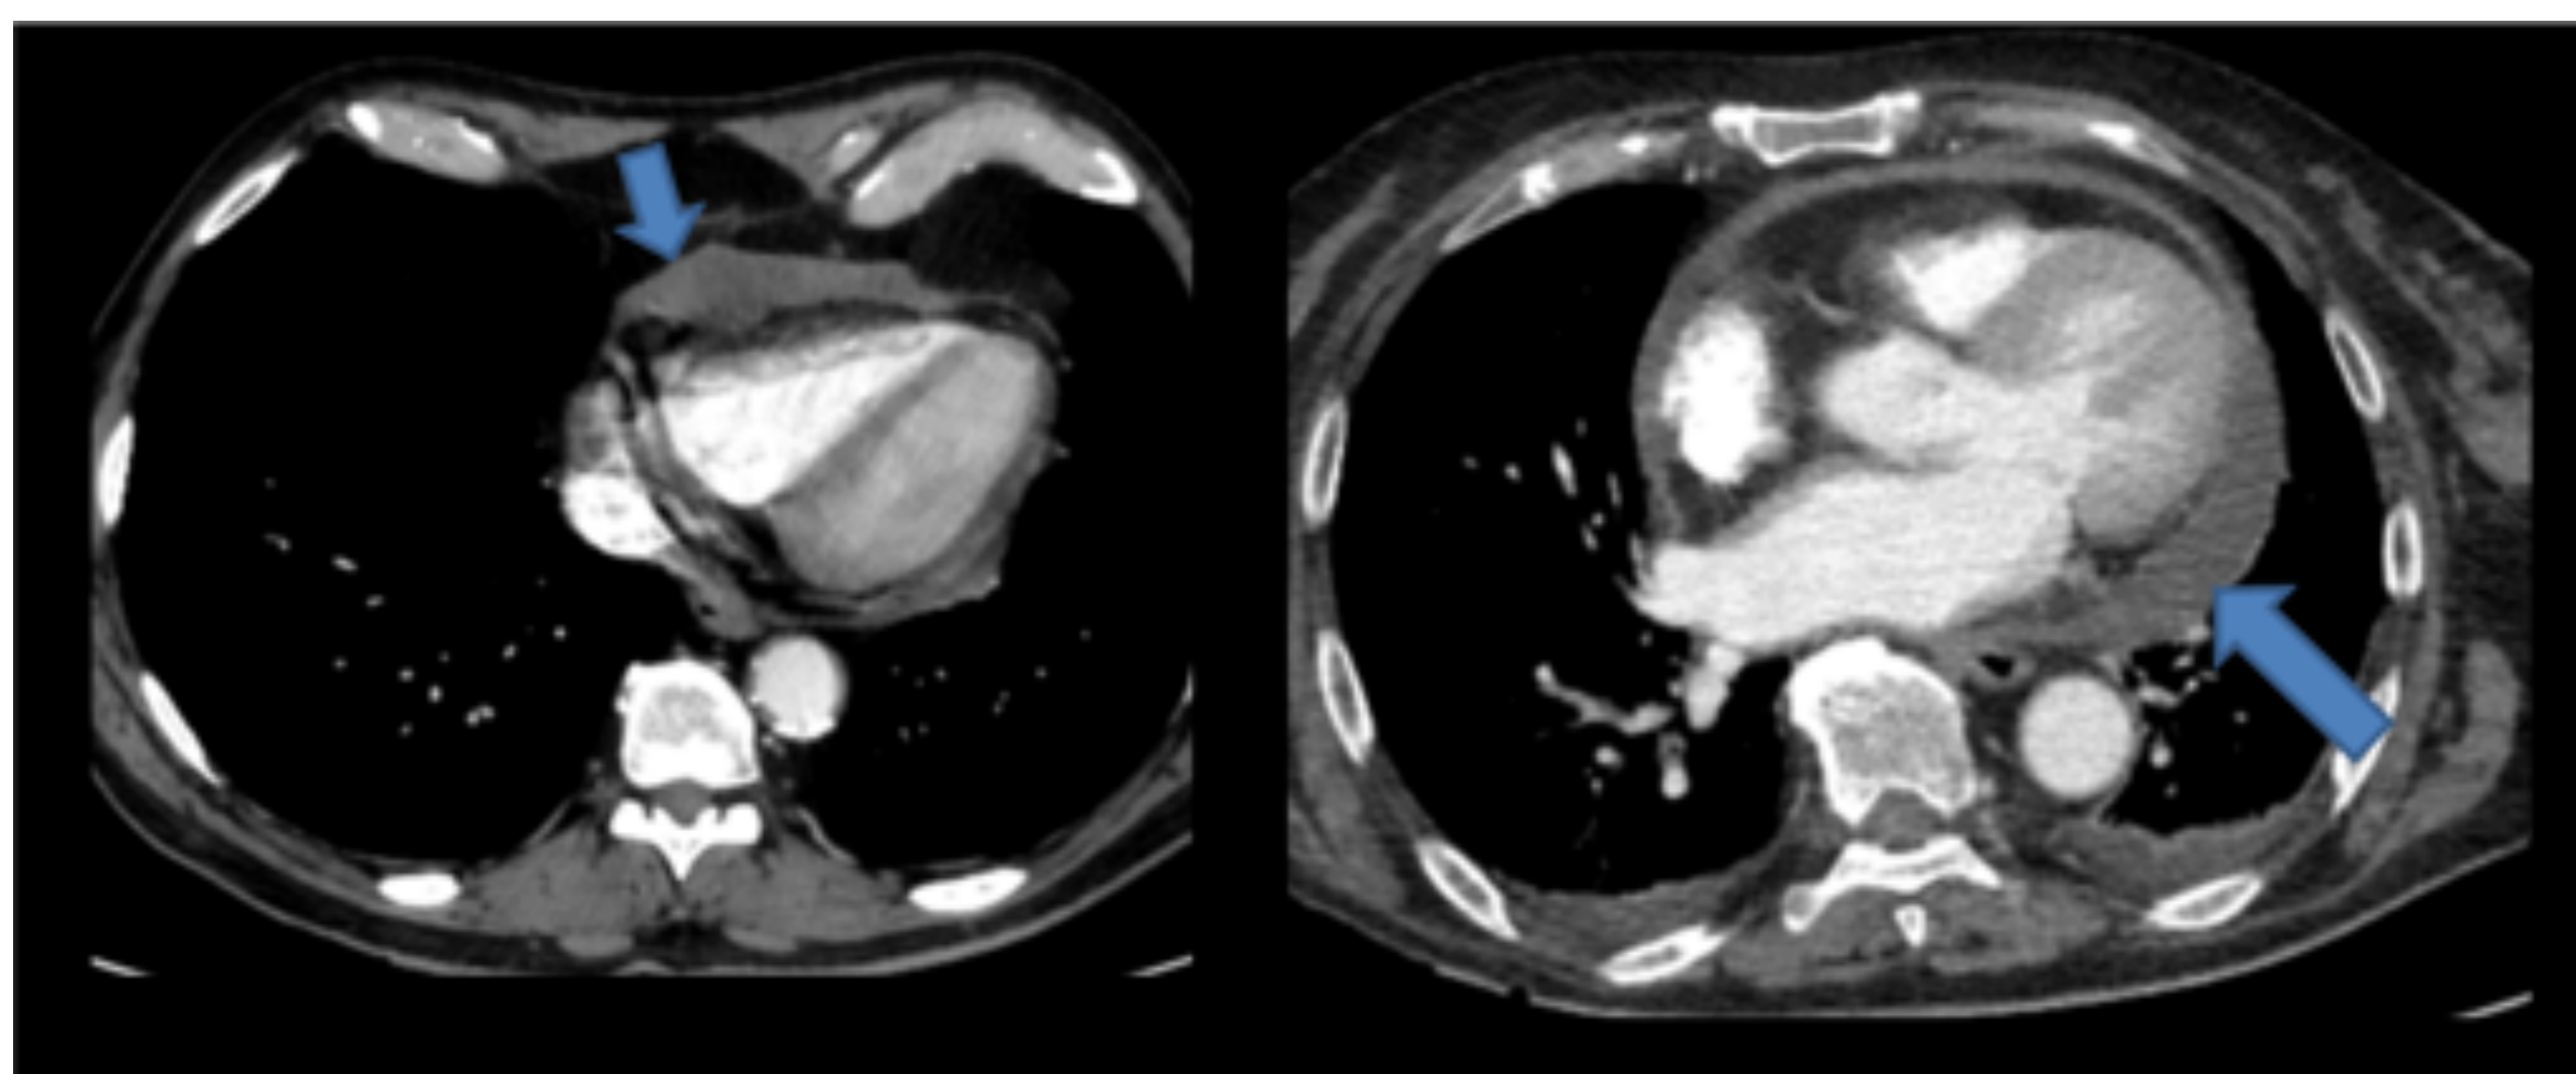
TC de tórax con CIV: Derrame pericárdico
